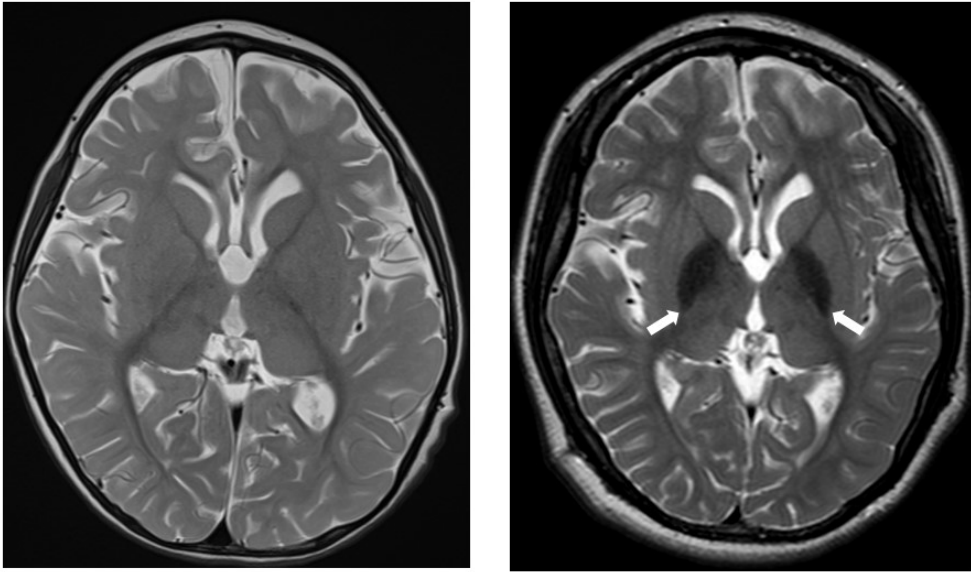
WDR45 遺伝子変異をもつ患者さんの脳 MRI 所見の推移
